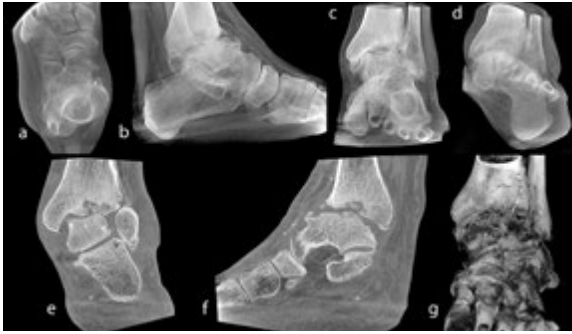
Prä-OP Planung OSG-TEP, virtuelle Röntgenbilder (aus DVT-Aufnahmen errechnet) des OSG (a, b, c, d), DVT-Schnittbilder (e, f) und 3-D Darstellung (g)
